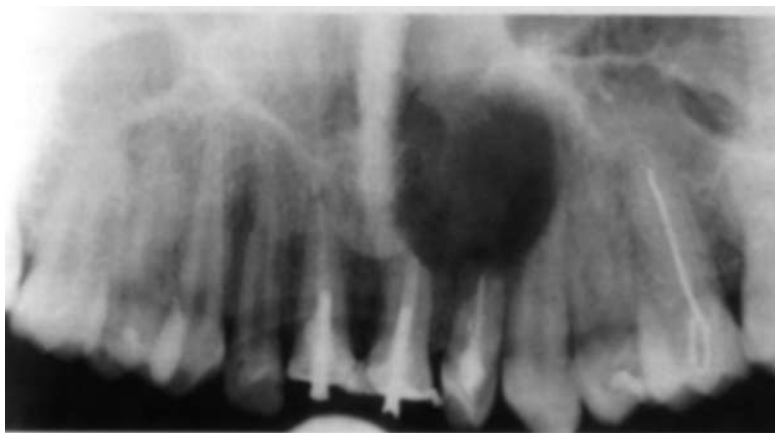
Панорамный рентгеновский снимок верхней челюсти. Состояние после оперативного вмешательства по поводу радикулярной кисты верхней челюсти с резекцией верхушек корней 21 и 22 зуба[47].
